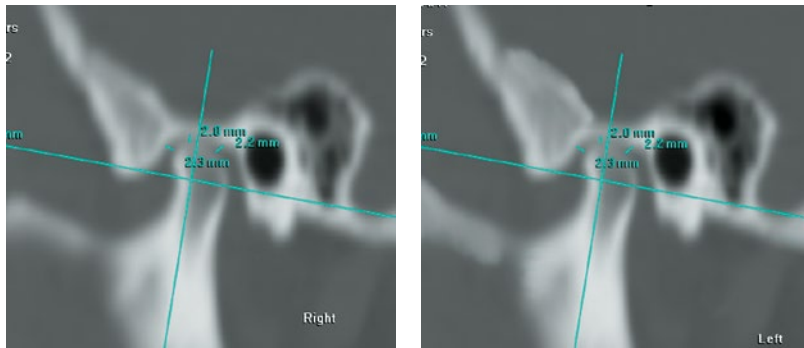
Сагиттальные срезы компьютерных томограмм слева и справа пациентки после ортопедического лечения
